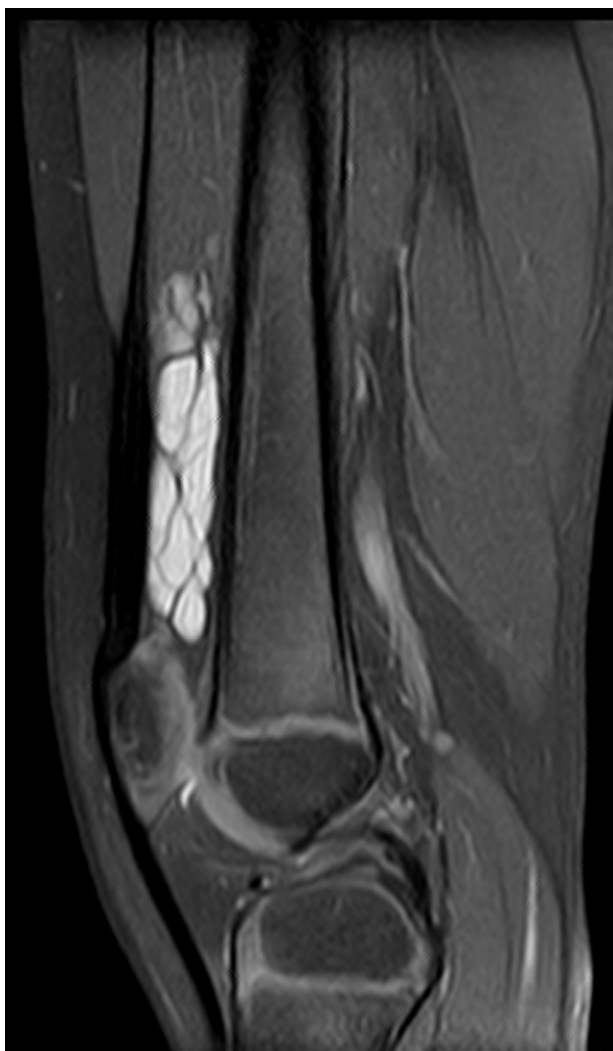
RM en plano sagital ponderado en DP-T2 con supresión grasa que muestra una lesión muy hiperintensa y con septos que ocupa la bursa suprarrotuliana.
